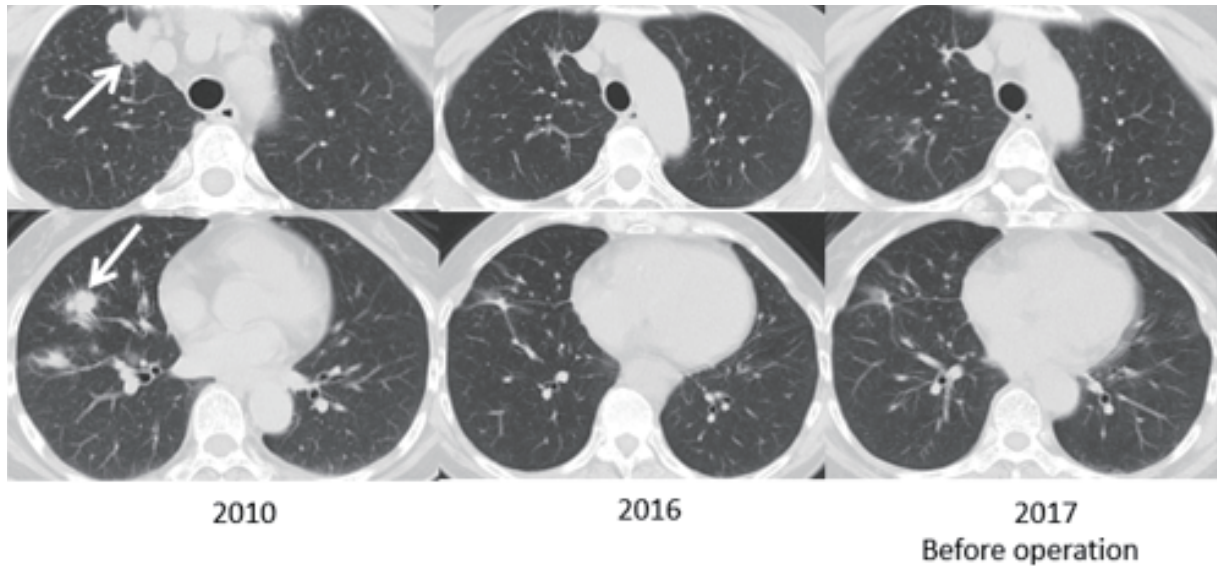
Chest CT scan revealed that the NSCLC was well controlled.
